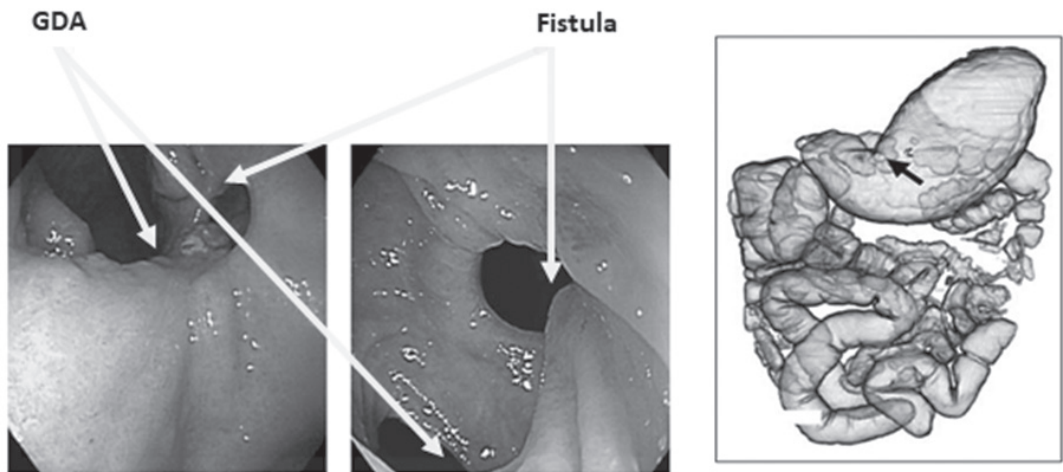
CT cu reconstrucția 3D a imaginii cu fistula
